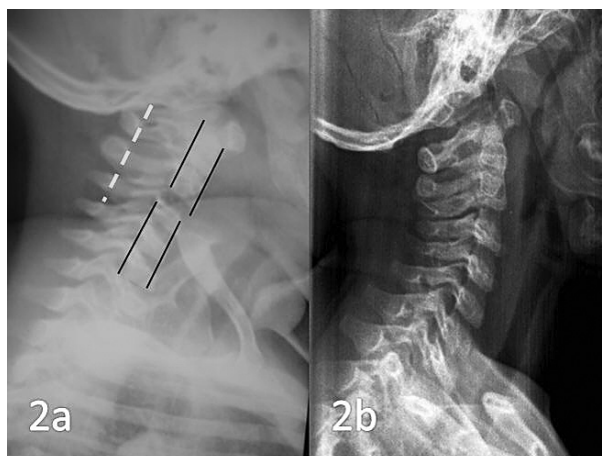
2a) Un examen cuidadoso de la radiografía lateral inicial del paciente mostraba una disrupción de las líneas vertebrales anterior y posterior (líneas continuas), pero la continuidad de la línea espinolaminar (línea discontinua). 2b) Al repetir la radiografía con discreta extensión cervical, desaparece la imagen previa de supuesta subluxación C2-C3.
